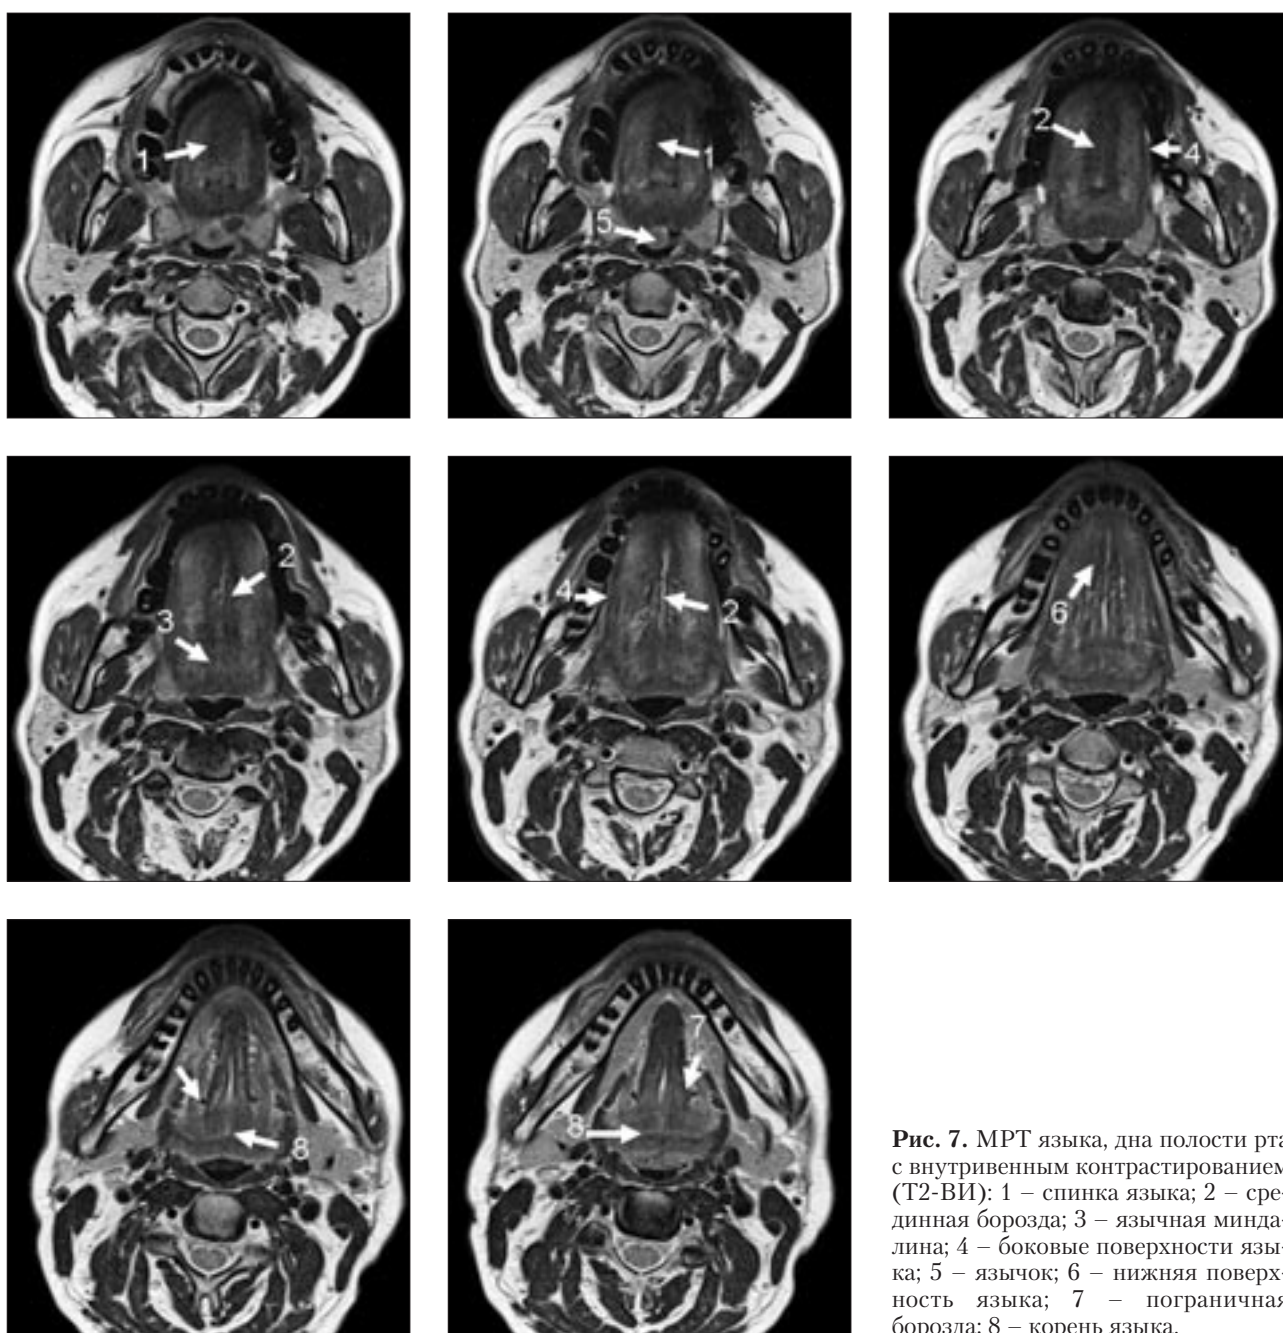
МРТ языка, дна полости рта с внутривенным контрастированием (Т2-ВИ): 1 – спинка языка; 2 – срединная борозда; 3 – язычная миндалина; 4 – боковые поверхности языка; 5 – язычок; 6 – нижняя поверхность языка; 7 – пограничная борозда; 8 – корень языка.
